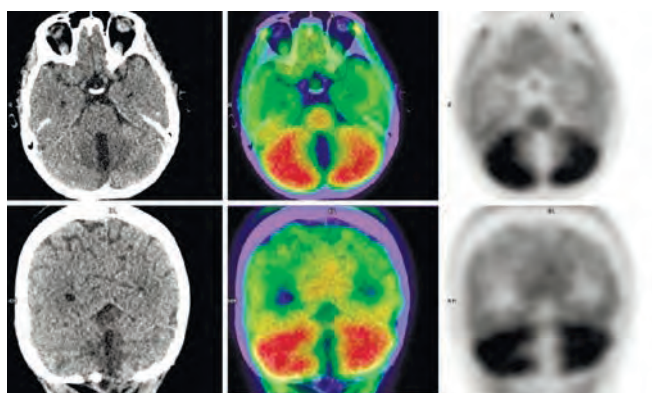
Пациентка К. ПЭТ/КТ-картина диффузной патологической гиперфиксации РФП в корковом веществе обеих гемисфер мозжечка
